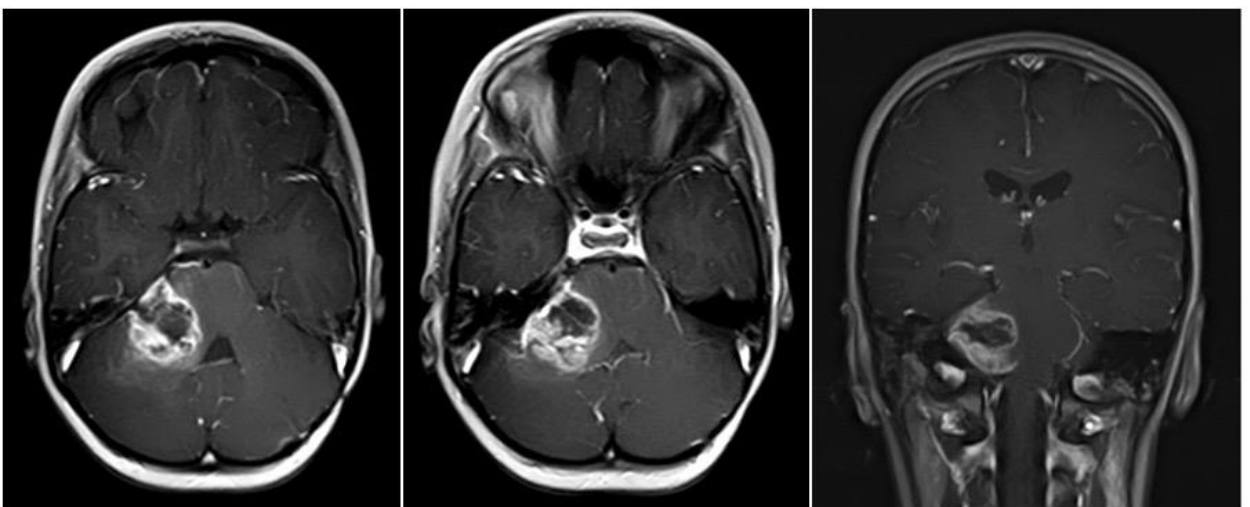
Данные дооперационной МРТ пациентки Н.
